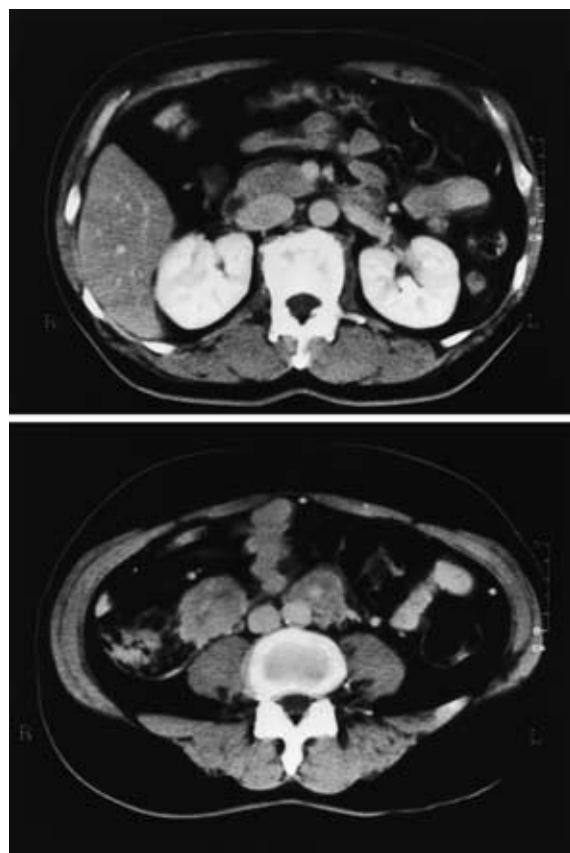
Abdominal computed tomography showing abdominal lymph node swelling.
